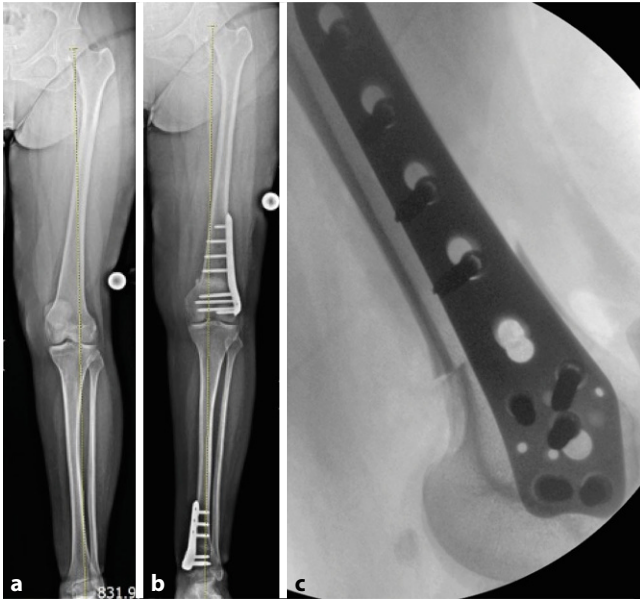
▲ Die intraoperative Röntgenkontrolle in zwei Ebenen zeigt die korrekte Lage der Platte und die Schnittführung mit anteriorem Wedge-Ausläufer. a Ganzbeinröntgenbild präoperativ und 3 Monate postoperativ nach distaler femoraler Derotation um 12° und distaler tibialer Derotation um 17° (b). c Intraoperative Kontrolle der Plattenlage und Osteotomieebene mit anteriorem Schild, Fixation mit einer winkelstabilen Platte
